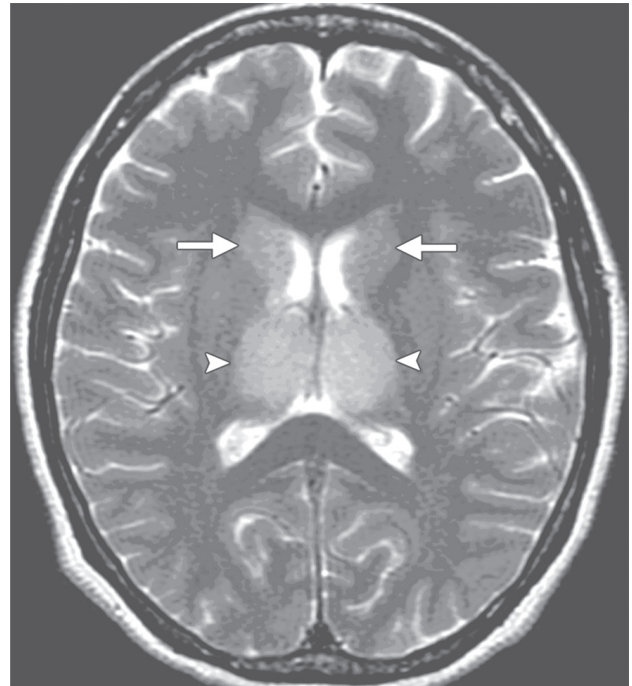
На МРТ в T2-изображении видны двусторонние гиперинтенсивные области (стрелки) в таламусе и хвостатых ядрах [27]
